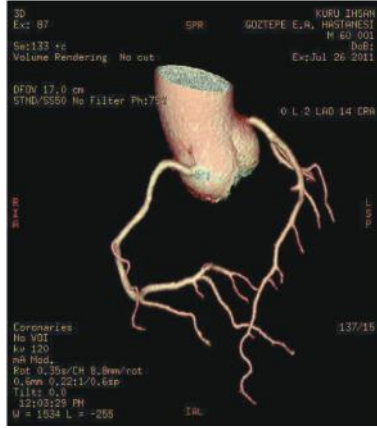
• BT'nin genel görünümü.
